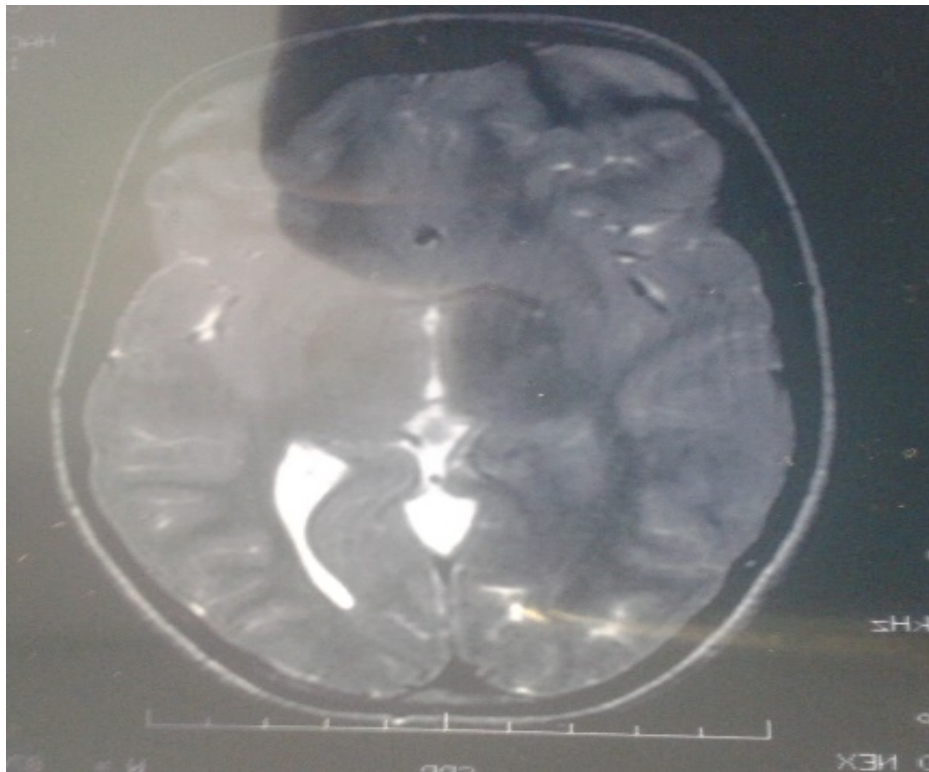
IRM montrant des tubers corticaux frontal droit et pariétaux bilatéraux.
